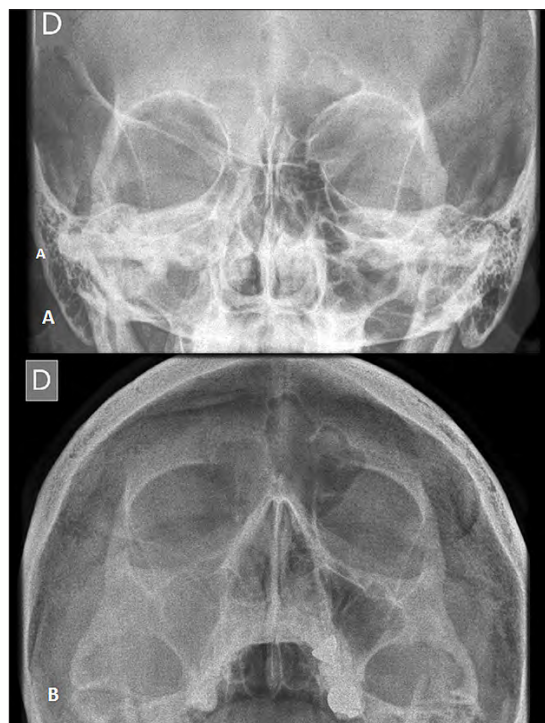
(A) Radiografía Caldwell de senos paranasales. (B) Radiografía Waters. Se observa velamiento de seno maxilar derecho
